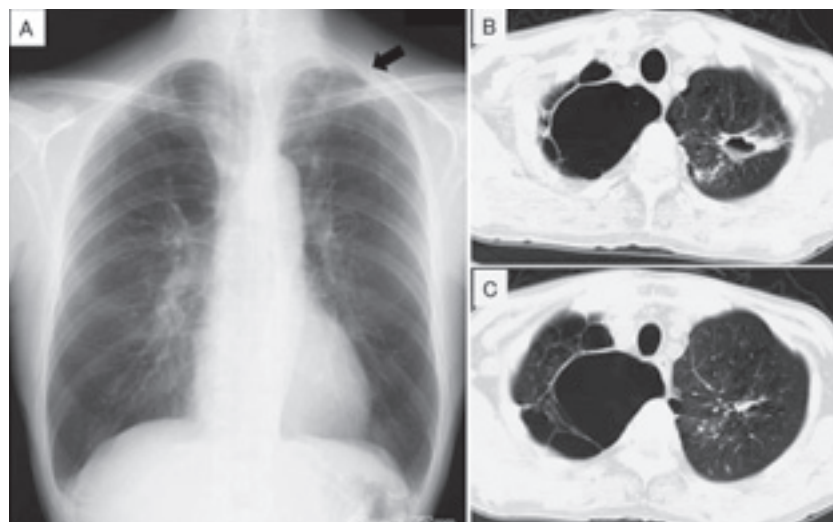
Chest X-ray film and chest CT scan on the patient's first visit. (A) A chest X-ray film on the patient's first visit showed an abnormal shadow with a cavitary lesion in the left upper lung field (arrow). (B, C) A chest CT scan on the patient's first visit showed the cavitary lesion (39 \times 22 mm) surrounded by small nodules in the left S¹⁺²a. The central portion of the cavitary lesion (B). The lower portion of the cavitary lesion (C).
